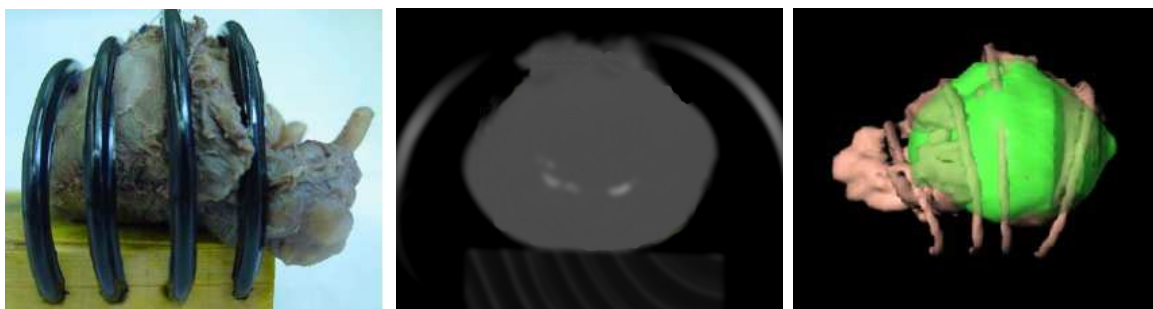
Von links nach rechts: Foto eines Prostataektomiepräparates im Localizer, *in-vitro*-CT, 3D Ansicht in BrainLAB
